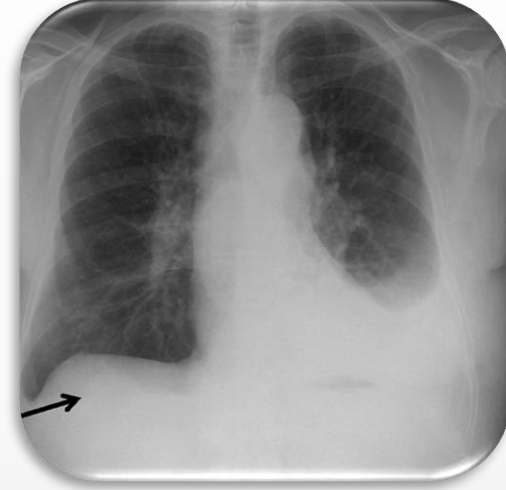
Direkt grafide bilateral diyafragmatik ve kostal plevral yüzlerde kalsifikasyon ile karakterize asbest maruziyeti ile ilişkili plevral hastalık
